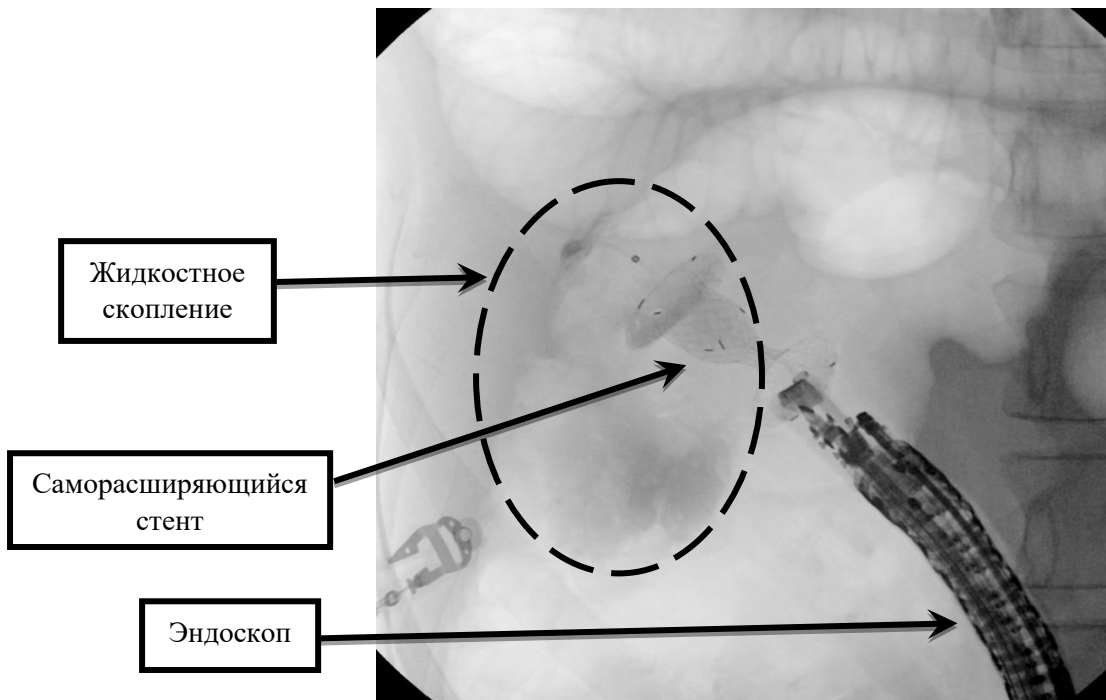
Рентгенограмма. Саморасширяющийся стент в просвете жидкостного скопления
